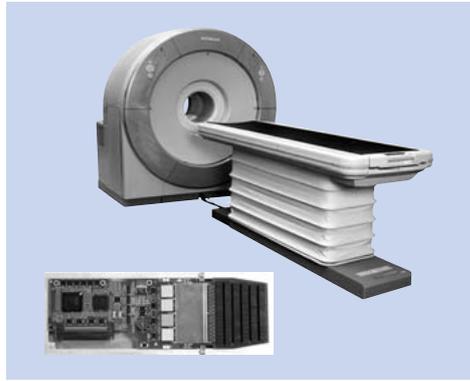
核医学用半導体検出器とこれを搭載したPETシステム
